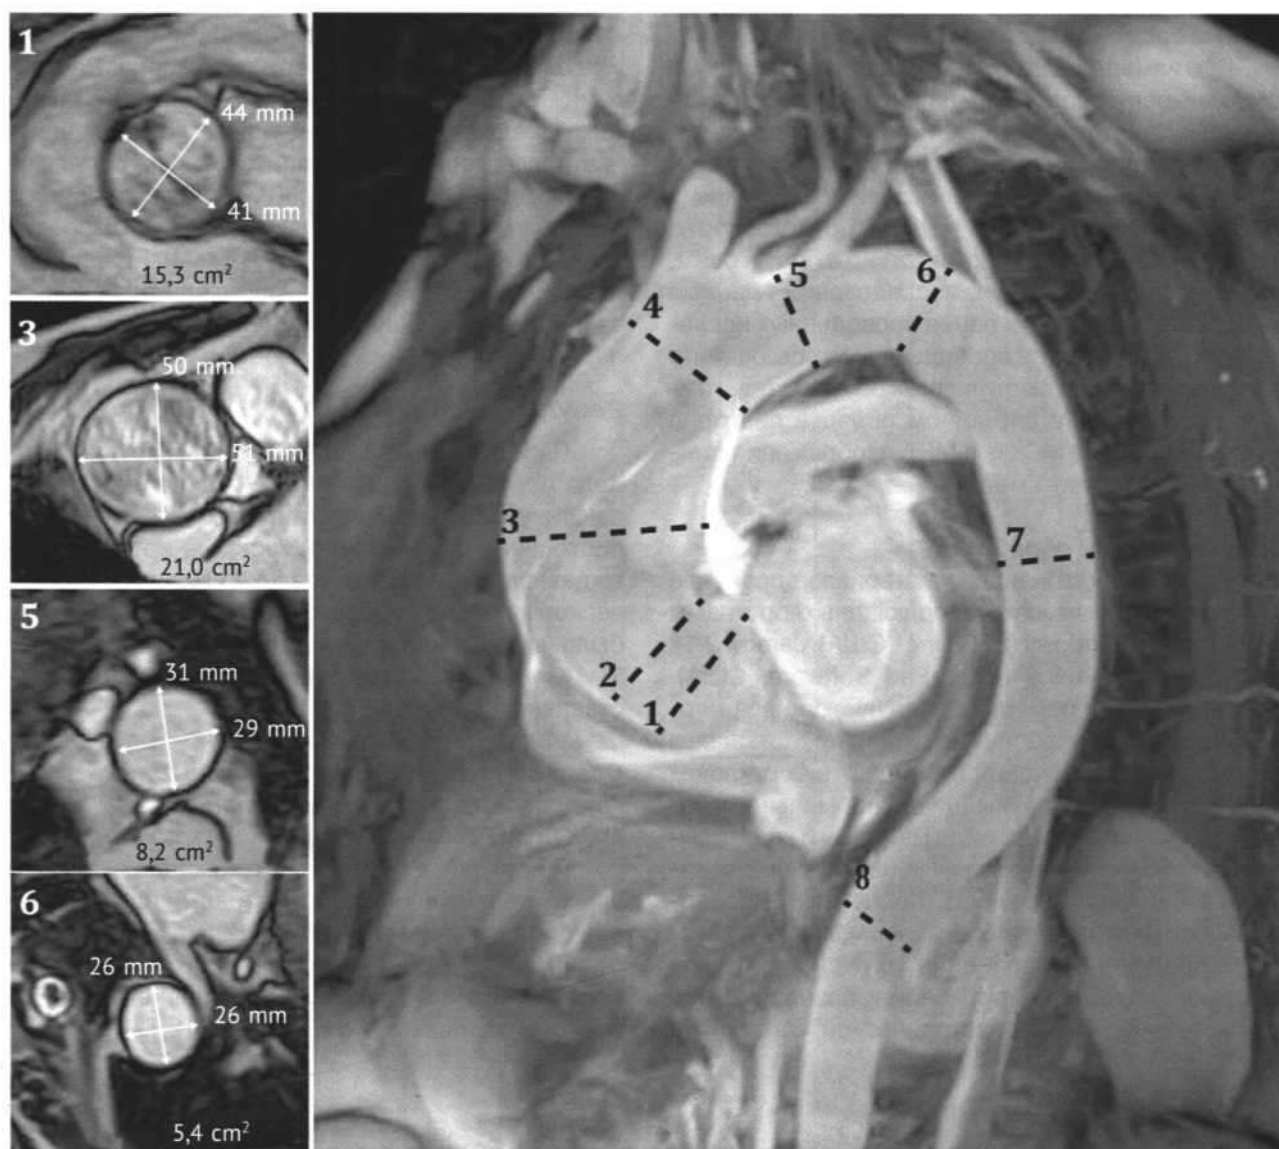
Морфометрическая обработка бесконтрастных изображений, полученных при магнитно-резонансной томографии грудной аорты. Представлена проекция максимальной интенсивности с указанием уровней морфометрического измерения грудной аорты. Дополнительно приведены мультипланарные реконструкции на уровнях синусов Вальсальвы (1), восходящей аорты (3), дуги аорты (проксимальнее левой подключичной артерии) (5), начального отдела нисходящей аорты (дистальнее левой подключичной артерии) (6) с указанием диаметров и площади поперечного сечения
